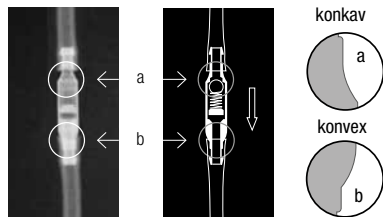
Röntgenaufnahme des *miniNAV* (Druckstufe 5 cmH₂O)
